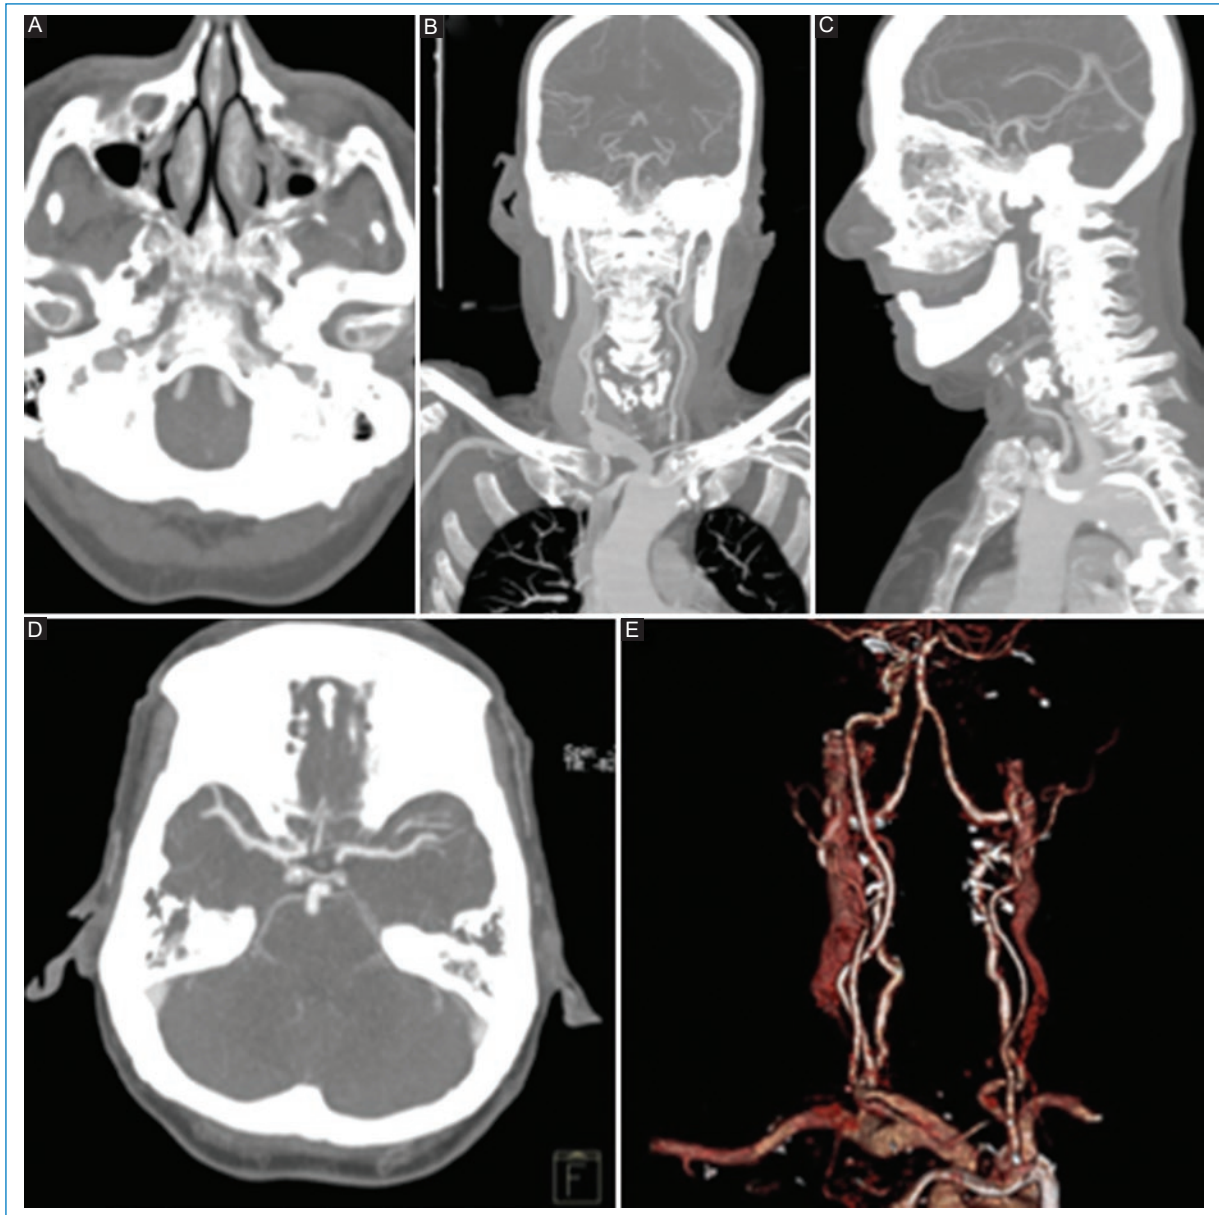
Reconstrucciones MIP de angio-TC. A: corte axial que muestra relleno de la carótida interna a nivel del conducto carotídeo y ausencia del conducto carotídeo izquierdo. B: corte coronal en el que se observa bifurcación baja de la carótida primitiva derecha, próximo a su origen. C: corte sagital que muestra la continuidad de la carótida primitiva izquierda con la carótida externa y ausencia de carótida interna homolateral. También se evidencia una gruesa comunicante posterior izquierda que suple parte de la circulación anterior izquierda. D: reconstrucción MIP en corte axial que muestra el relleno de la arteria silviana izquierda y las cerebrales anteriores a través del desarrollo de un buen polígono de Willis. E: reconstrucción VR en la que se observan bifurcación baja de la carótida primitiva derecha y ausencia de relleno de la carótida interna izquierda.
